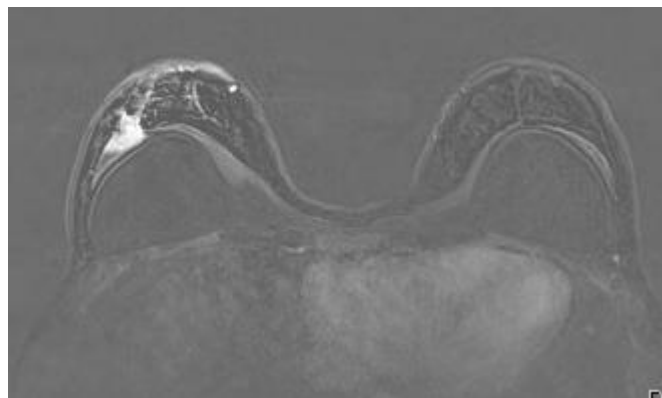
Resonancia Magnética de Caso Clínico 1 en la que se visualiza nódulo sólido con afectación del músculo pectoral.
